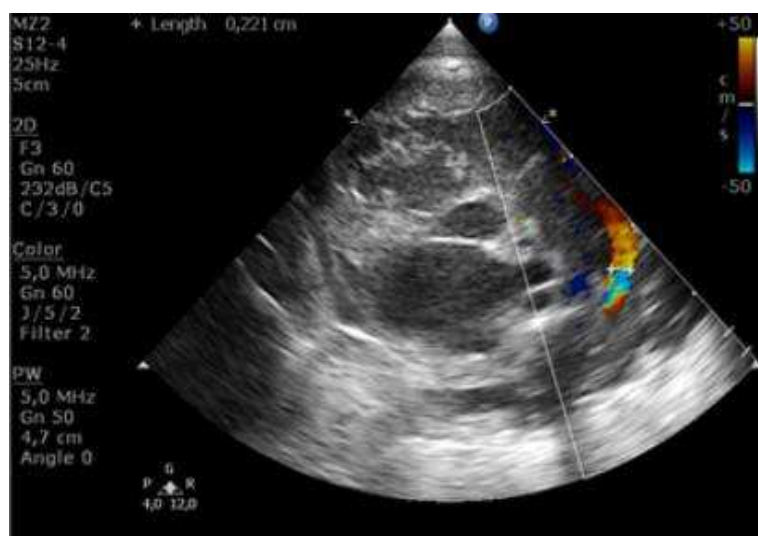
„Duktálne“ okno – vizualizácia PDA (obraz „trojnožky“) – vľavo 2D zobrazenie, vpravo farebné dopplerovské mapovanie.
